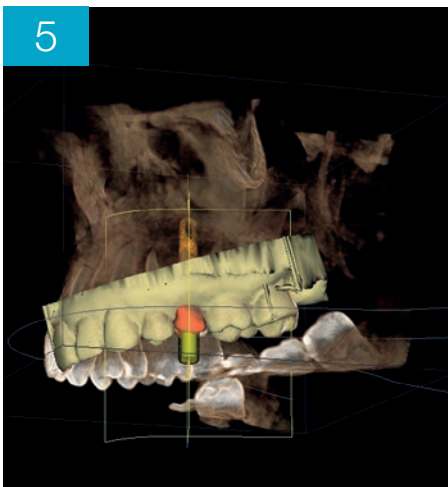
Matching dell'immagine dello scanner intraorale e della cone beam
